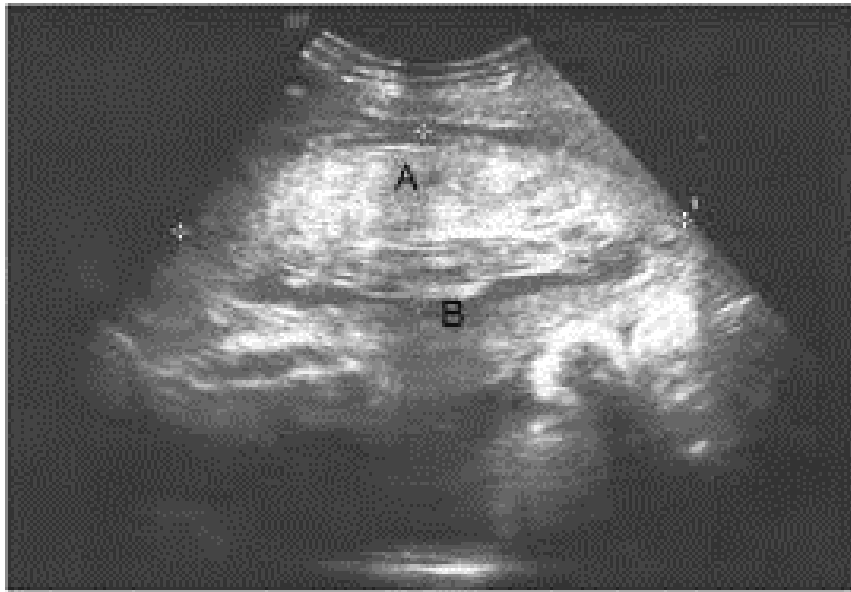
Image échographique d'un décollement placentaire.
